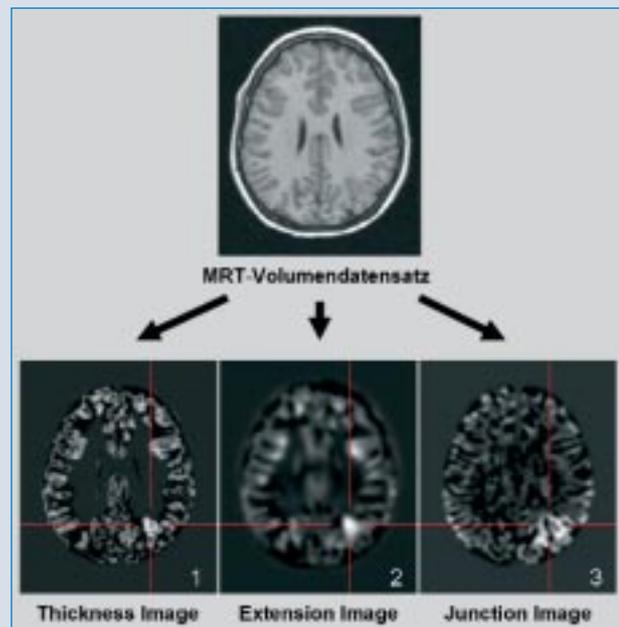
Bei der morphometrischen MRT-Analyse werden auf Basis eines T1-gewichteten MRT-Volumendatensatzes drei neue Merkmalskarten generiert, in denen typische Eigenschaften einer fokalen kortikalen Dysplasie wie zum Beispiel eine Verdickung des Kortexbandes (1), eine abnorme Gyrierung (2) oder eine Unschärfe der Mark-Rinden-Grenze (3) hervorgehoben werden.
